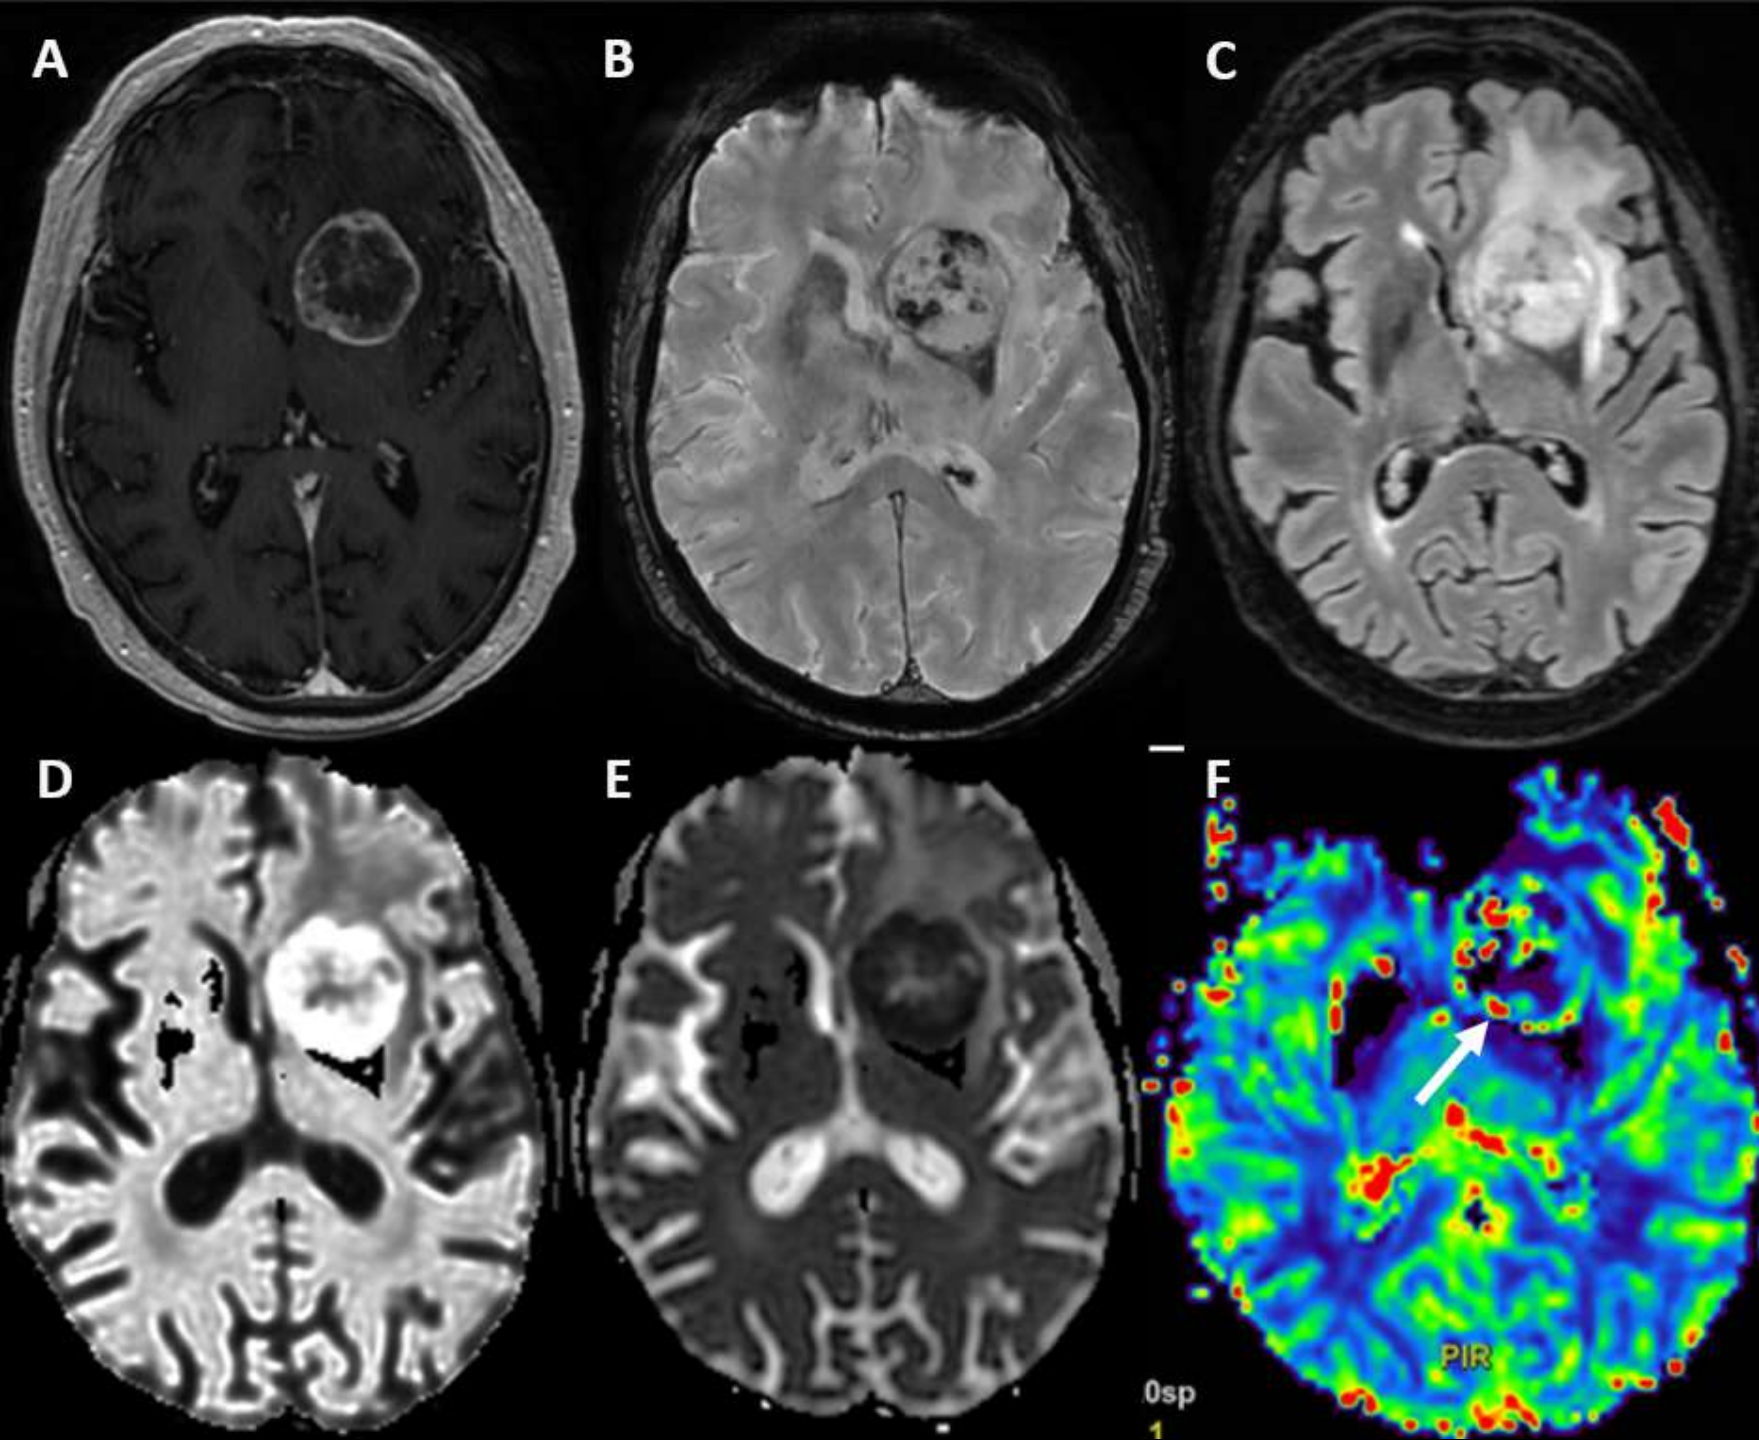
Metástasis única de carcinoma microcítico de pulmón localizada en la región anterior del núcleo estriado izquierdo: (A) T1 con contraste → lesión metastásica de pared gruesa, con intenso realce y un centro necrótico. (B) SWI → artefacto de susceptibilidad interno, sugestivo de neoangiogénesis y/o hemorragia intratumoral. (C) FLAIR → hiperintensidad perilesional compatible con edema vasogénico. (D) DWI y (E) mapa ADC → restricción a la difusión en la mayor parte del componente central, sugestiva de hipercelularidad ± necrosis atípica. (F) Perfusión → leve aumento del volumen sanguíneo en la periferia de la lesión (flecha blanca).
